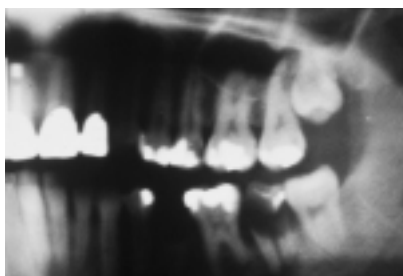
Röntgenaufnahme des Ausgangsbefundes. – Abb. 8: Zustand nach abgeschlossener konservierender und parodontaler Vorbehandlung frontal. – Abb. 9: Zustand nach chirurgischen und restaurativen Maßnahmen im Oberkiefer.
